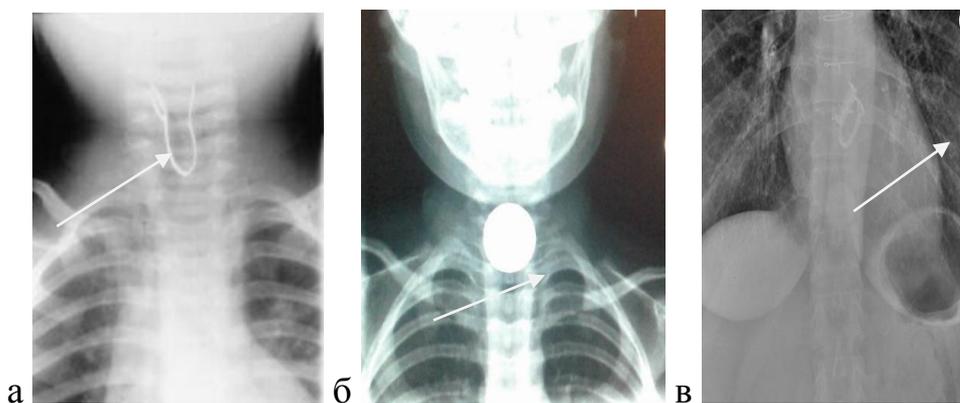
Рентгенограммы ОГК. Инородные тела пищевода: а – проволока, б – монета, пластмассовая пробка
